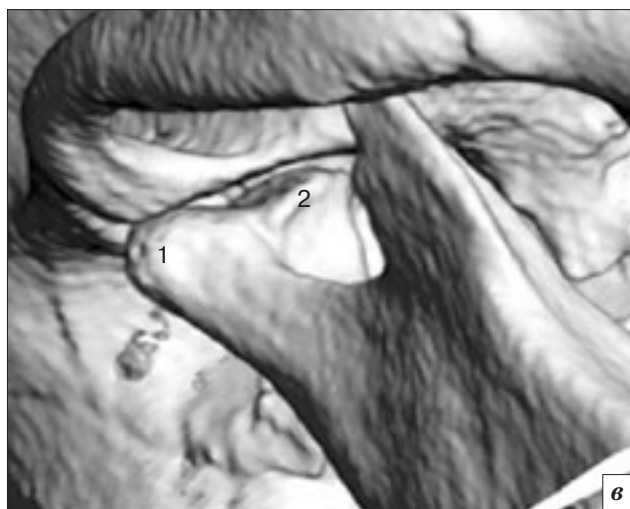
МСКТ пациента М., 1956 г.р.: *а, б* – фронтальный и аксиальный срезы; *в* – трехмерная реконструкция правой ветви нижней челюсти: 1 – латеральный, 2 – медиальный фрагменты головки. Раздвоение правого мыщелкового отростка: вырезка между двумя фрагментами головки нижней челюсти контурируется по ее верхней, передней и задней поверхностям
